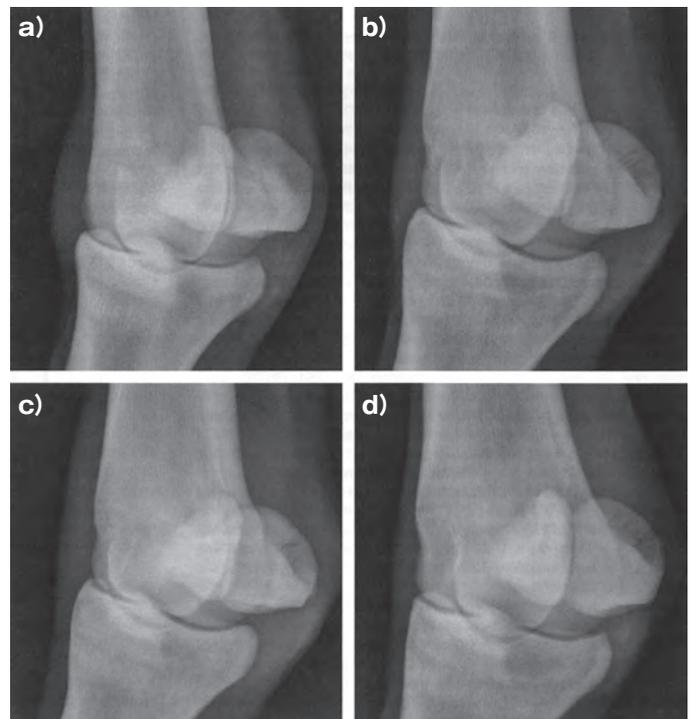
45度斜位像で観察される種子骨炎のX線グレード
